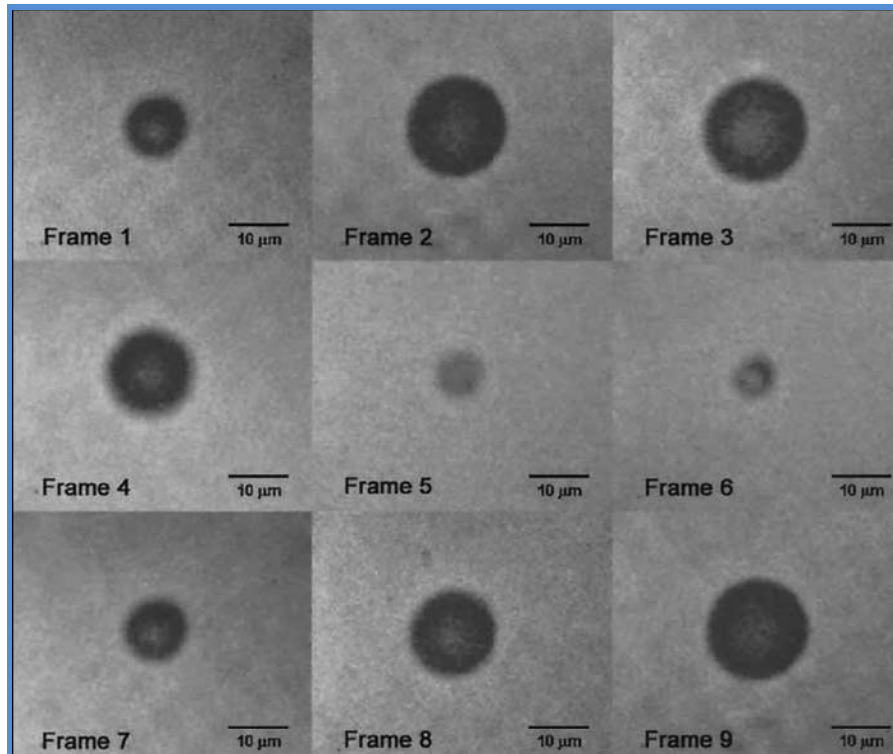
Efecto del ultrasonido sobre las microburbujas con oscilación de su diámetro [162].
